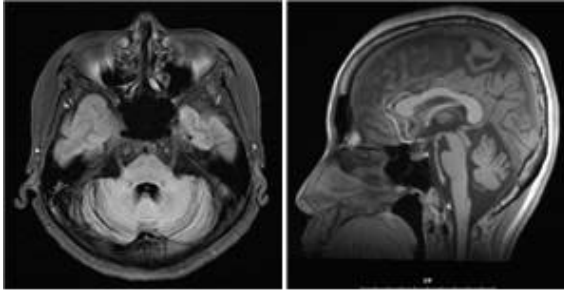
Brain MRI, Cerebellar atrophy, otherwise unremarkable.
